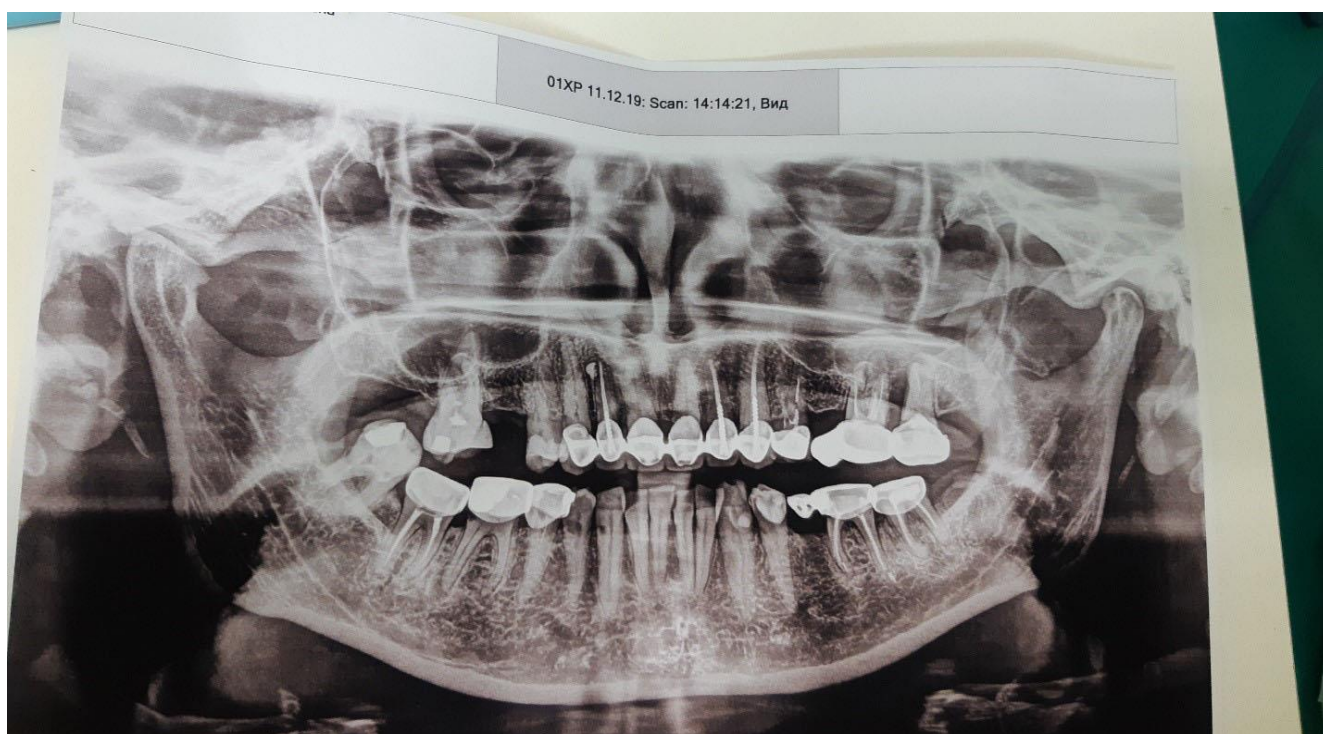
Ортопантомограмма больной Е, 64 года
